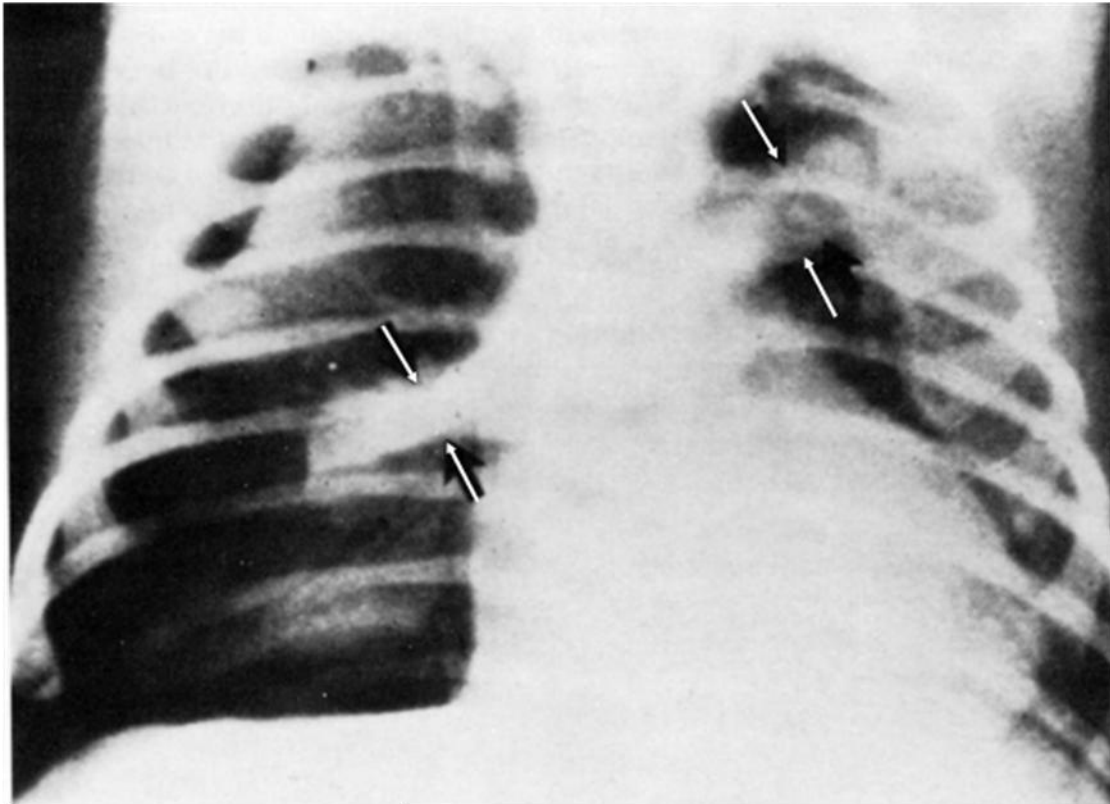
101. Radiografía Anteroposterior de tórax de un neonato con neumomediastino, se observa el timo (entre flechas) adoptando una forma curva que se asemeja a la base de una mecedora del siglo XIX.
